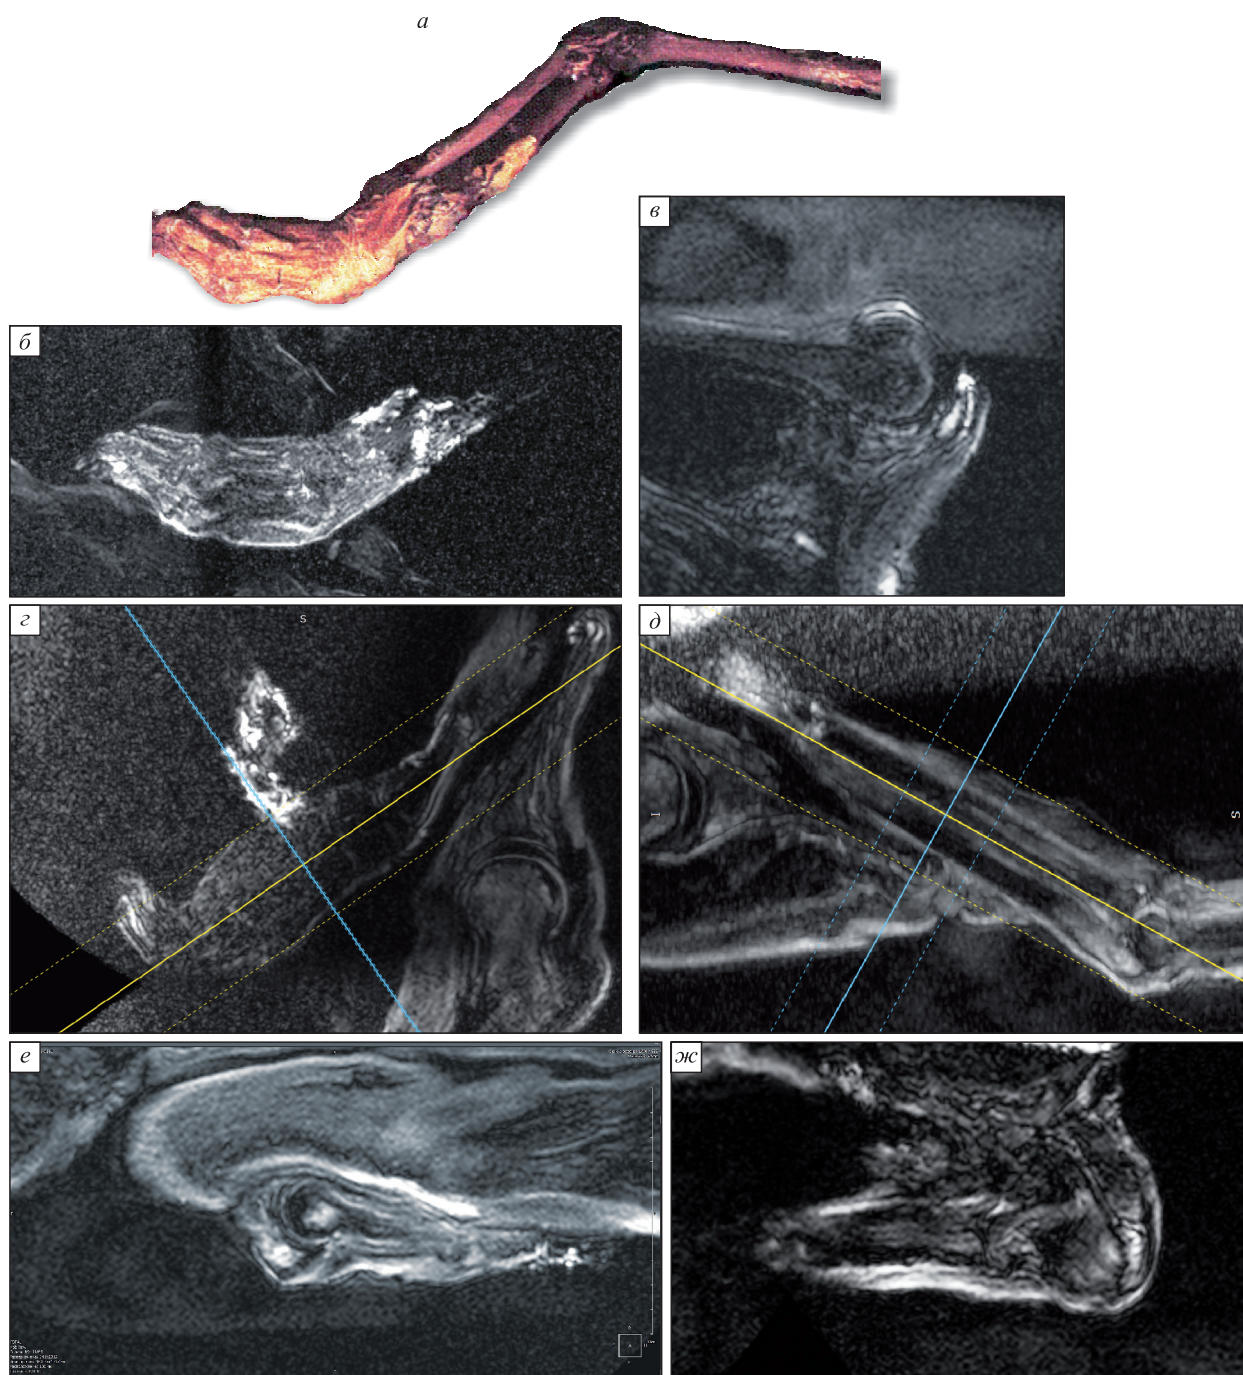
Кости и суставы верхних конечностей и плечевого пояса: а – фото правой руки мумии, фрагмент адаптирован с изменениями из [3 (фото № 82, стр. 85)]; б – проксимальные фаланги, запястные и пястные кости правой кисти, проксимальная треть правого предплечья – технология наложения полупрозрачных соседних томографических срезов (видна диффузно-очаговая отечность и утолщение подкожно-жировой клетчатки); в – правый плечевой сустав, по верхнему контуру головки плечевой кости виден дефект и отечная зона вокруг него; г – левая кисть; д – левое предплечье (видны отечно-кистозные изменения вдоль сухожилий разгибателей кисти); е – левый локтевой сустав (в структуре локтевого отростка – отечный очаг); ж – левый плечевой сустав (мелкий отечный очаг в своде сустава)
